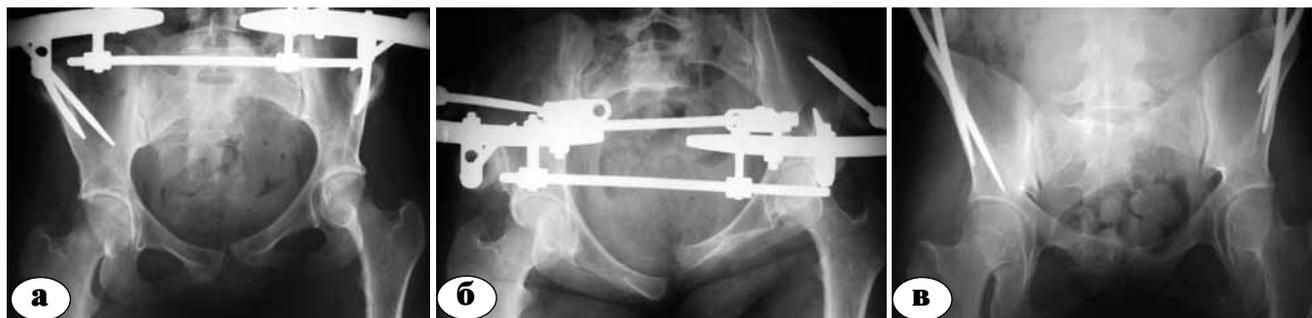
Рентгенограммы таза после стабилизации передней рамой: а – переднезадняя проекция; б – проекция inlet; в – проекция outlet
